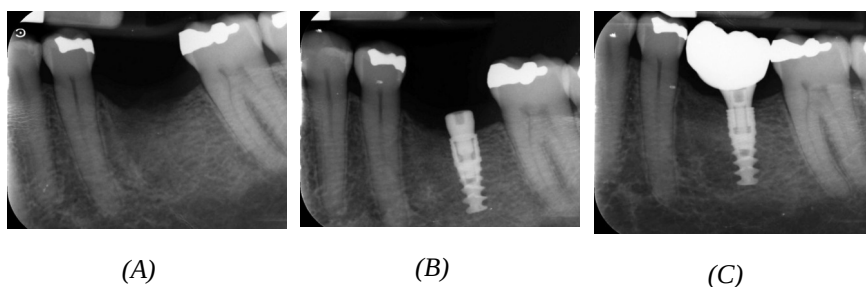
Paziente 3 (esempio rappresentativo). (A) Radiografia endorale pre-operatoria; (B) Al momento dell'inserimento implantare; (C) Radiografia a 6 mesi di guarigione.
